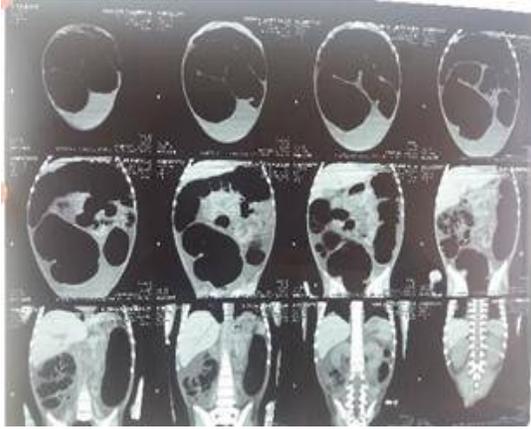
Corte sagital de TC abdominal, se observa gran distensión de intestino grueso (sigmoides)
